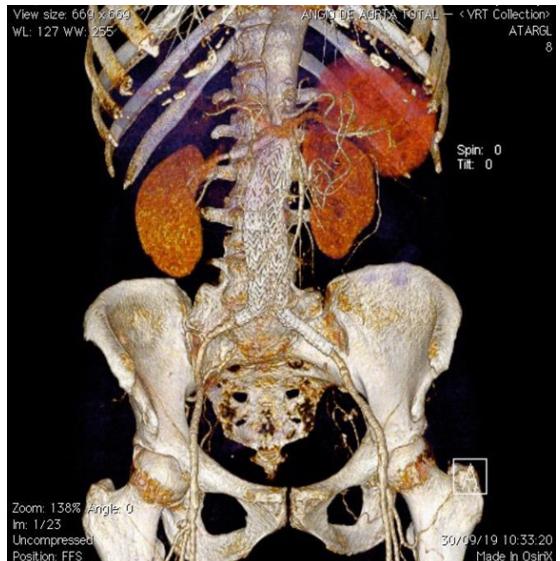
30-day control angiotomography showing endoprostheses and renal artery stents correctly positioned and free from fractures or leaks.
